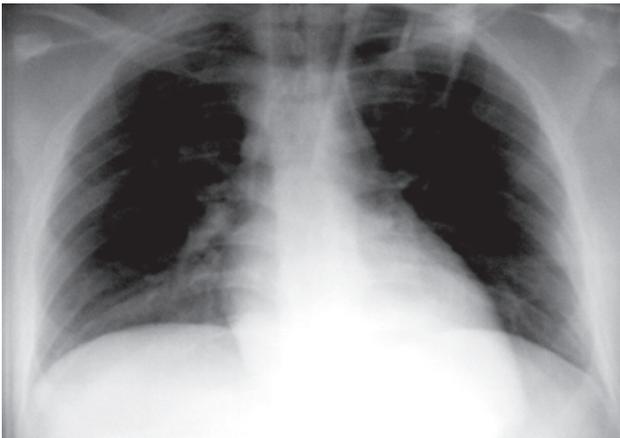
Radiografía de tórax de control. Regresión de la cardiomegalia y disminución de la congestión pulmonar.
